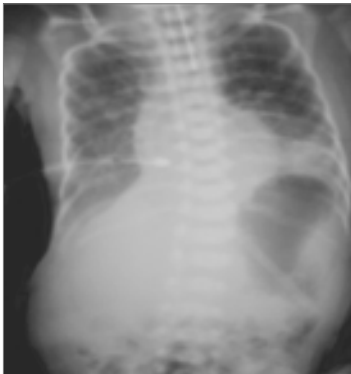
Рентгенографія органів грудної клітки після оперативного лікування
